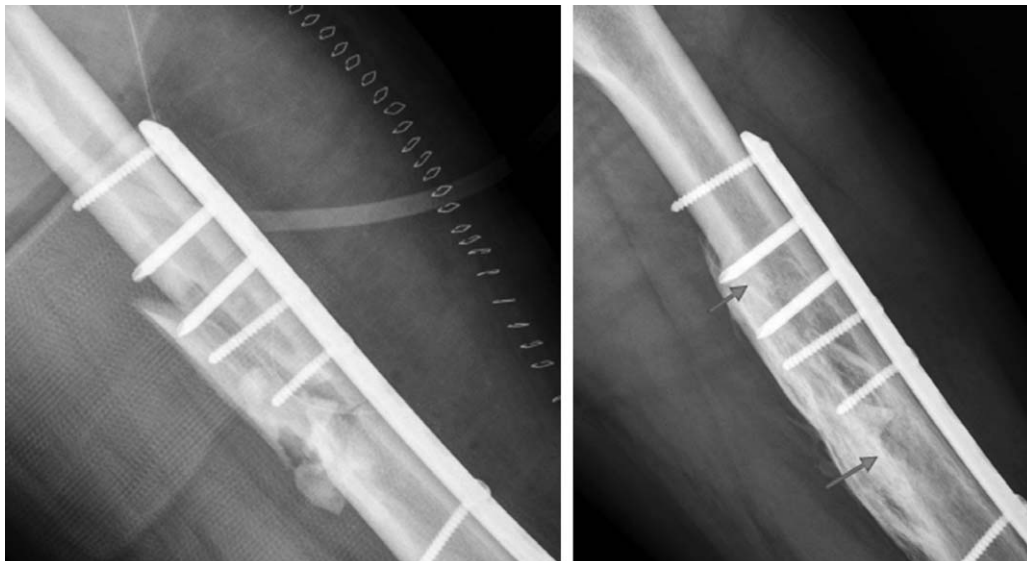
Fractures were assessed for the presence of sharp fracture margins which was compared with latter radiographs to determine changes. Bone density (sclerosis) at the fracture margins, periosteal reaction and its subsequent incorporation into the cortex, callus density, bridging (Arrow) at the fracture site, defined as a bone union
